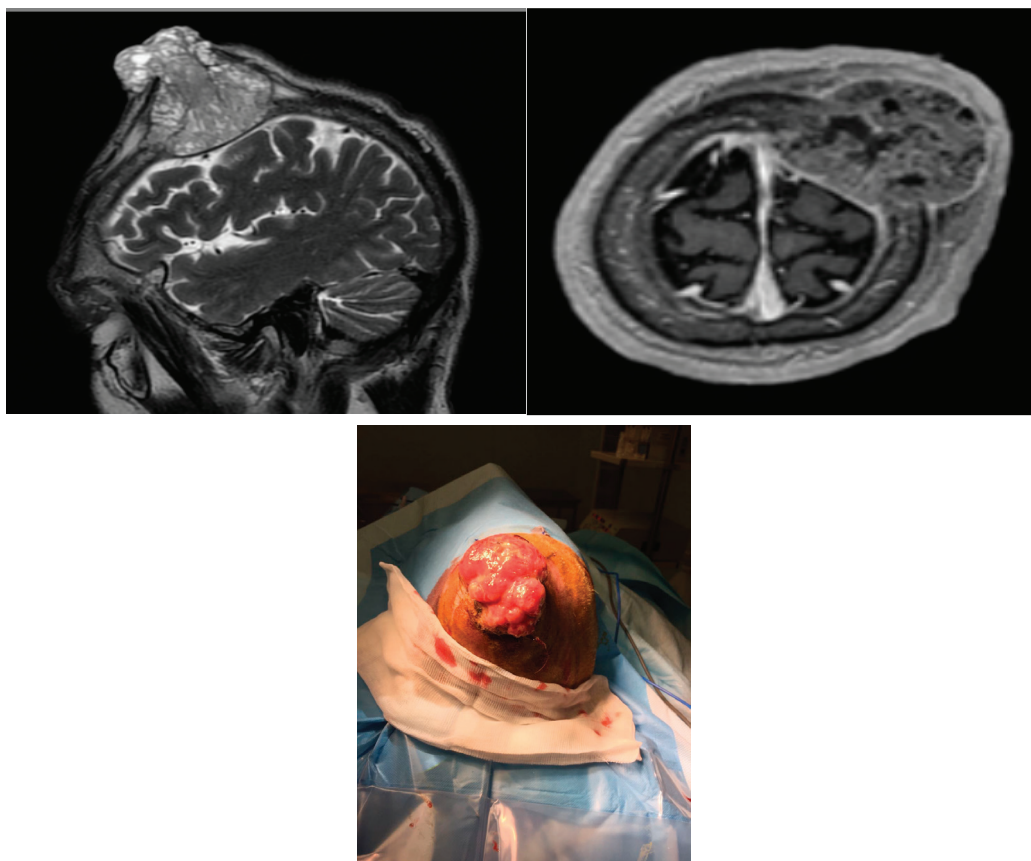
МРТ-снимки и фотография опухоли (состояние до проведенной операции)
